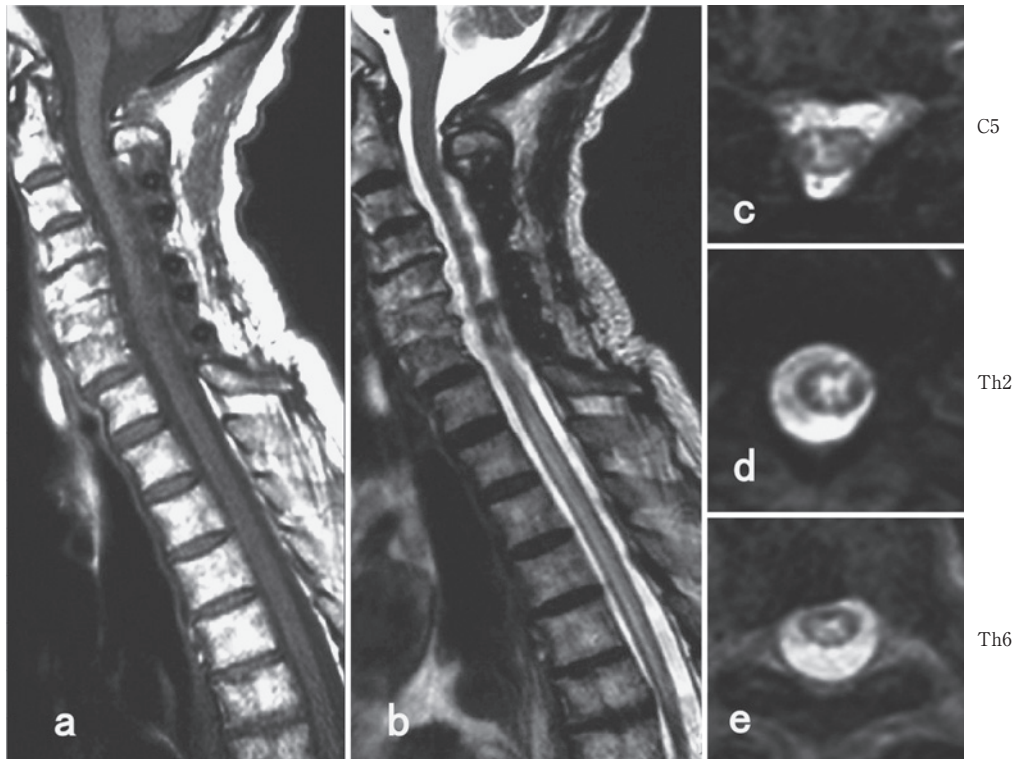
Spinal MRI findings on day 12. Spinal MRI showed an edematous, longitudinally extensive cord lesion at the C5-Th6 level of the spine. The images showed postoperative artifacts. a: T₁ weighted image: sagittal, 1.5 T; TR 2,608 ms/TE 100 ms; b: T₂ weighted image: sagittal, 1.5 T; TR 380 ms/TE 14 ms; c, d, and e: T₂ weighted image: axial, 1.5 T; TR 4,773 ms/TE 100 ms.
